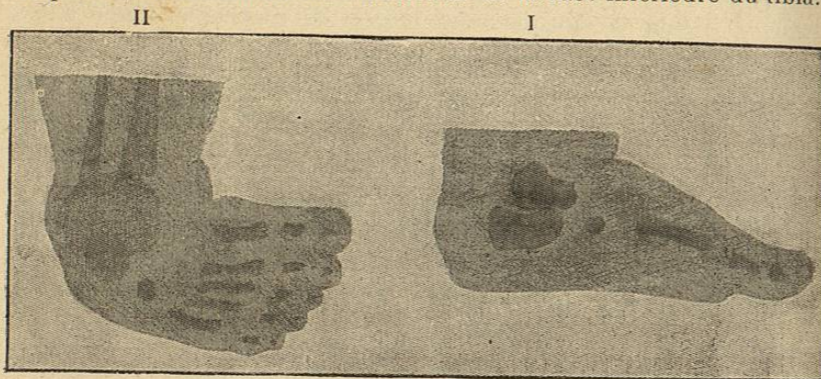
Radiographie d'un pied bot varus équin chez un nouveau-né. — I, pied normal; II, pied bot, l'ombre de l'astragale, dévié en dedans, est fusionnée en partie avec celle du calcaneum (Obs. pers.).
